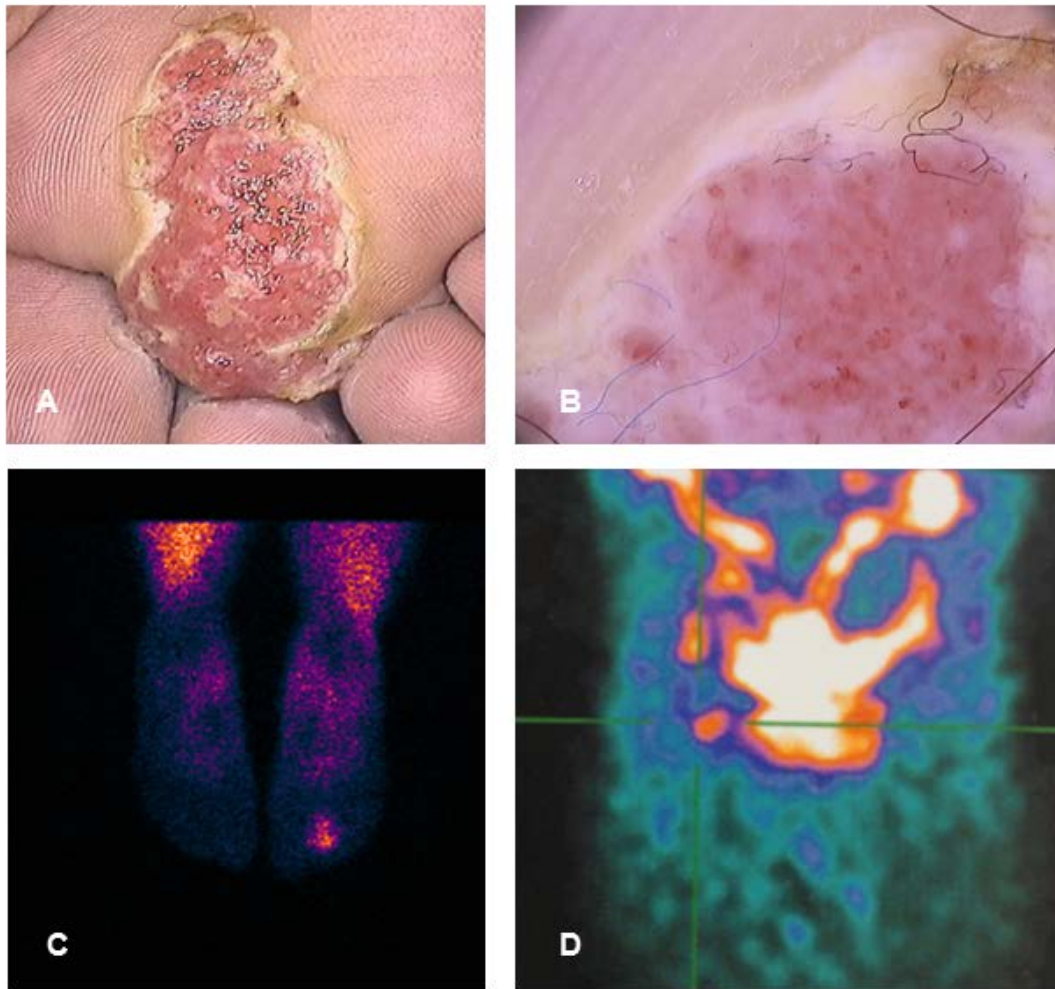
(A) Clinical presentation (B) Dermoscopy (C) Planar image showing MIBI uptake on right foot (D) SPECT showing MIBI uptake at lymph nodes on right groin.
